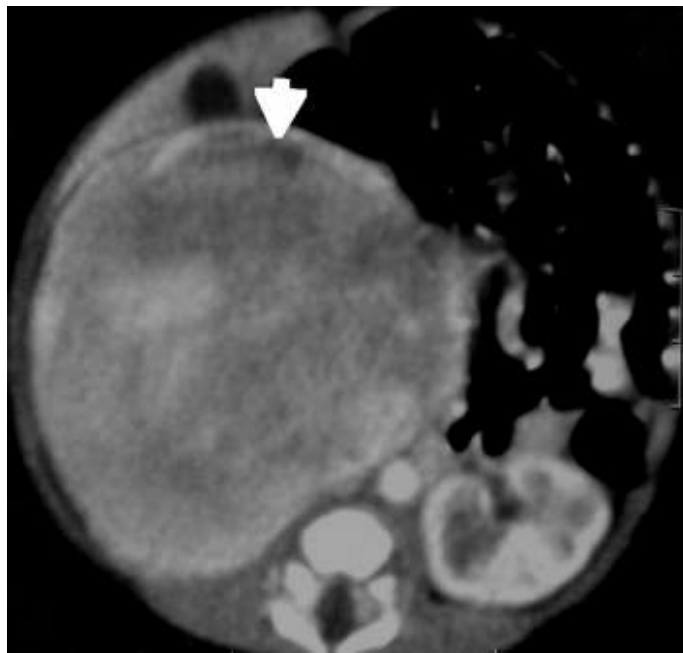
TDM en coupe axiale après injection de produit de contraste iodé montre une masse rénale droite rehaussée par le PDC avec signe de l'éperon : néphrome mésoblastique chez un nourrisson
